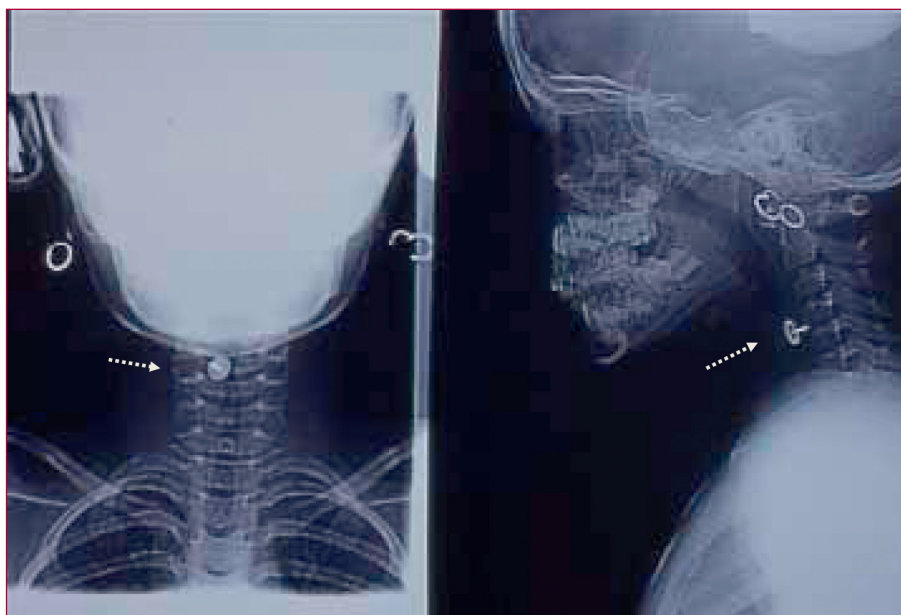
Radiographies cervicales de face et profil d'une jeune enfant après ingestion d'une punaise qui est bloquée dans l'œsophage (flèches blanches en pointillé) et qui a été enlevée par voie endoscopique.
